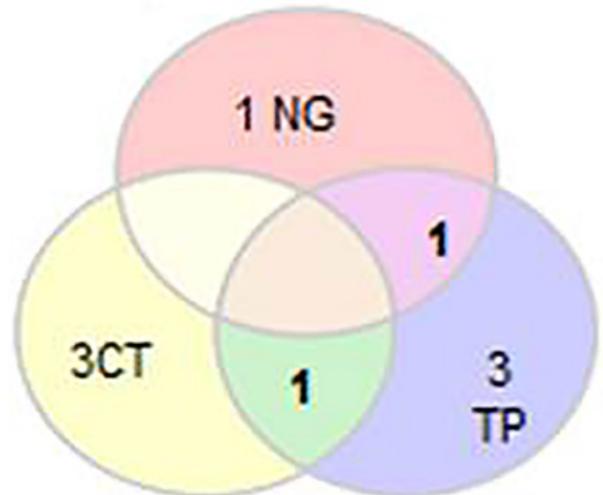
Distribución de ITS puras y coinfecciones con HPV. NG: *Gonococcia*; TP: *Sífilis*; CT: *Chlamydia*.
